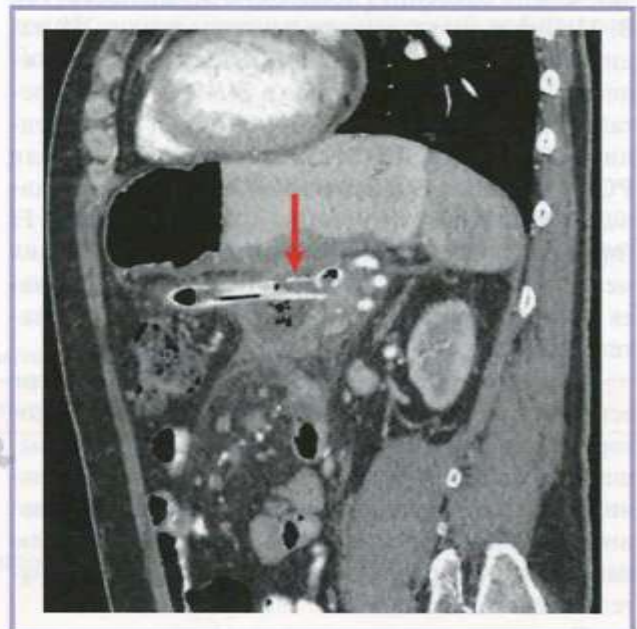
КТ органов брюшной полости (сагиттальный срез).
